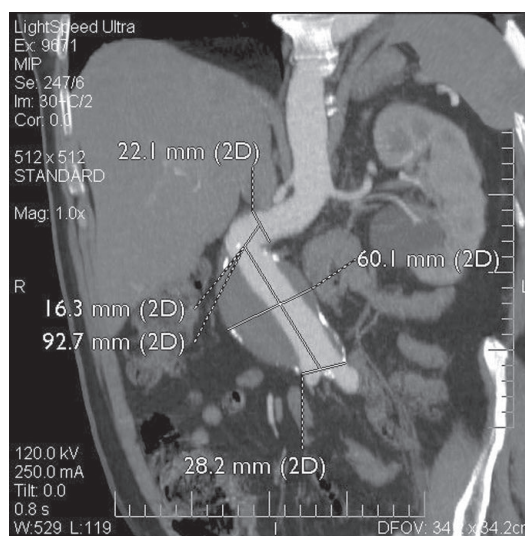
Algumas medidas na tomografia computadorizada na avaliação pré-operatória, em paciente com AAA e colo angulado.
